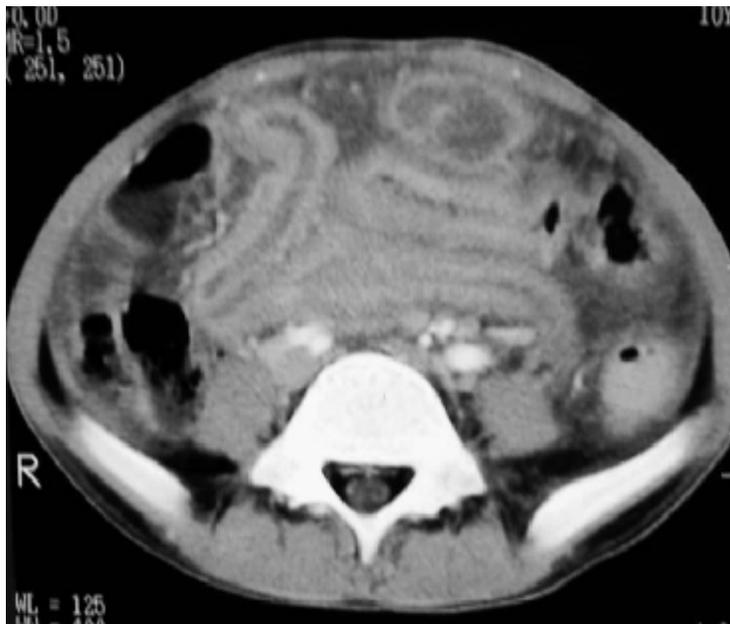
TDM abdominale: épaississement diffus de la paroi du jéjunum et de l'iléon.[31]
